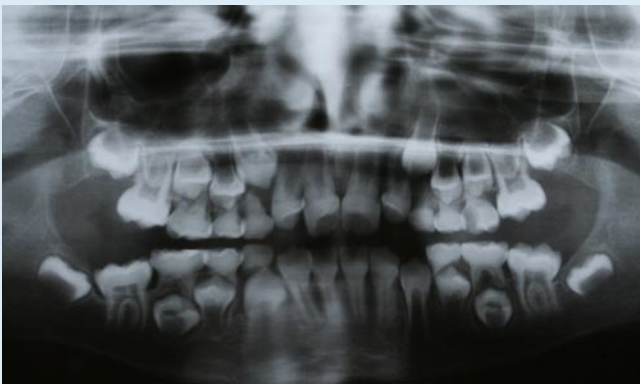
◀ Orthopantomogramm der Patientin: teilweise Obliteration der Pulpakammern (bei Milchmolaren und bleibenden Unterkieferfrontzähnen) und zervikale Wurzeleinziehung mit knolligem Erscheinungsbild der Kronen
